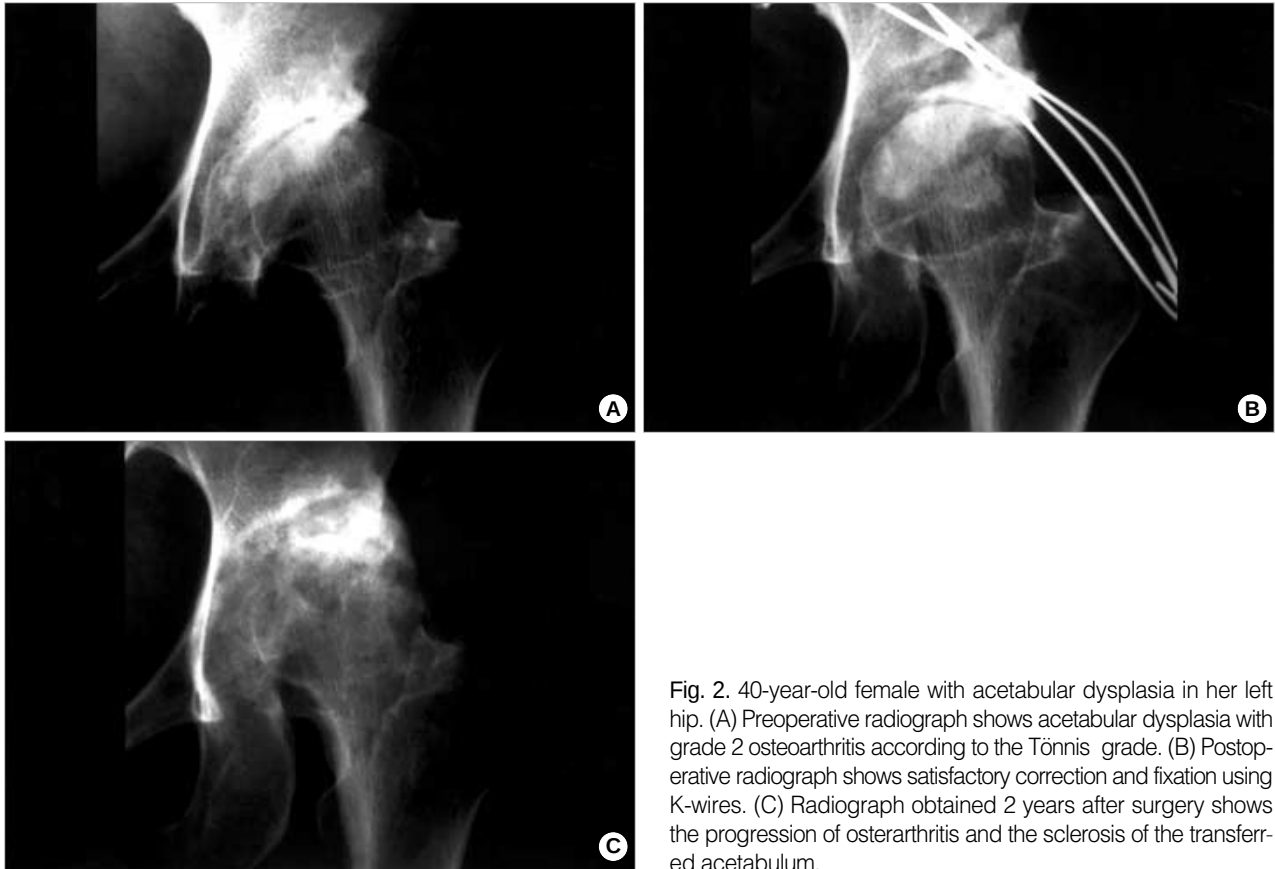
40-year-old female with acetabular dysplasia in her left hip. (A) Preoperative radiograph shows acetabular dysplasia with grade 2 osteoarthritis according to the Tönnis grade. (B) Postoperative radiograph shows satisfactory correction and fixation using K-wires. (C) Radiograph obtained 2 years after surgery shows the progression of osteoarthritis and the sclerosis of the transferred acetabulum.
